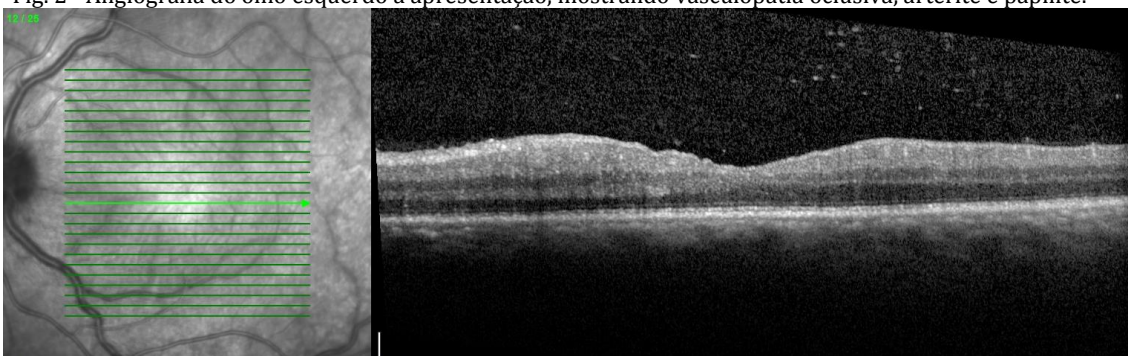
Tomografia de coerência ótica à apresentação, evidenciando células vítreas e alteração do contorno foveal.
